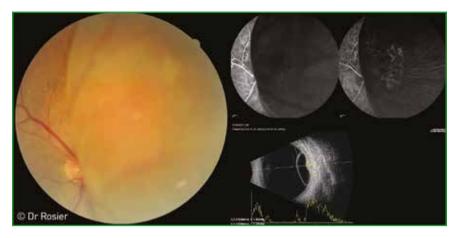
Imagerie multimodale d'un petit hémangiome choroïdien masqué par un décollement de rétine exsudatif (rétinophotographie couleur, angiographie et échographie).
